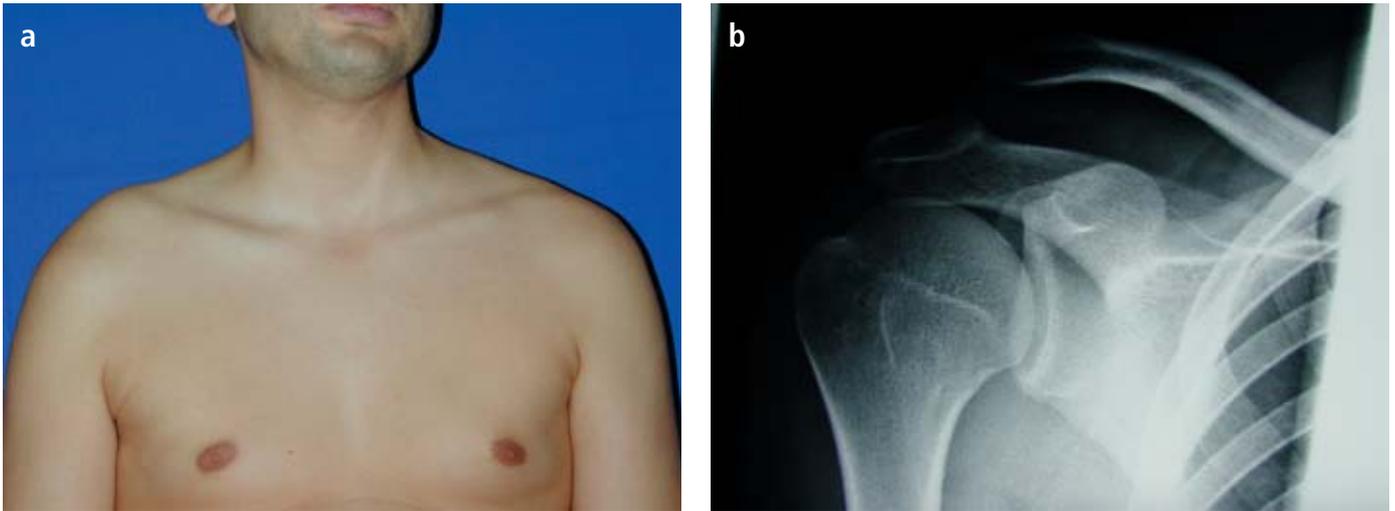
Schulterreckgelenksprengung. a) Typischer Klavikulahochstand, b) Röntgendokumentation. Muss jetzt operiert werden?
